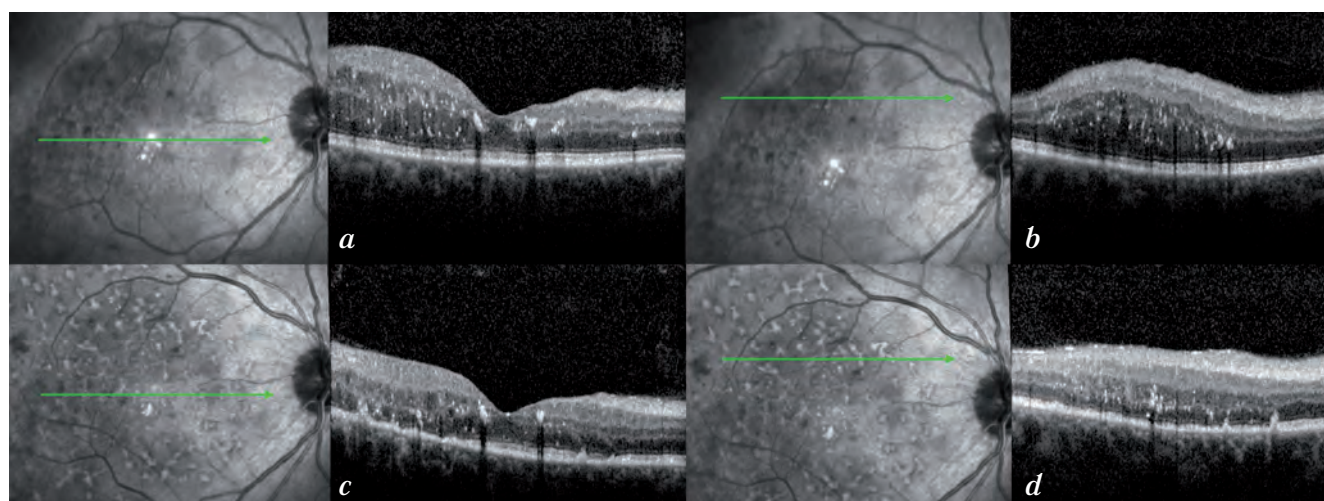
Гиперрефлективные точки на оптической когерентной томограмме. Состояние перед началом терапии афлиберцептом: *a* — скан через область фовеа; *b* — скан в верхней части макулы. Состояние после первой инъекции Эйлеа: *c* — повторный скан через область фовеа; *d* — повторный скан в верхней части макулы
